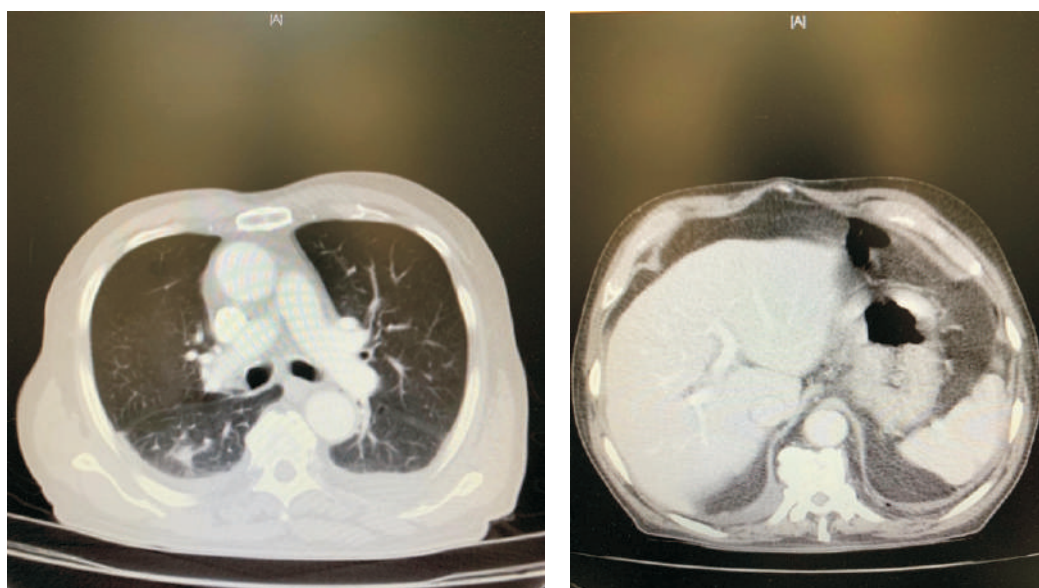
TAC con 2 cortes para visualizar nódulo pulmonar y estómago
